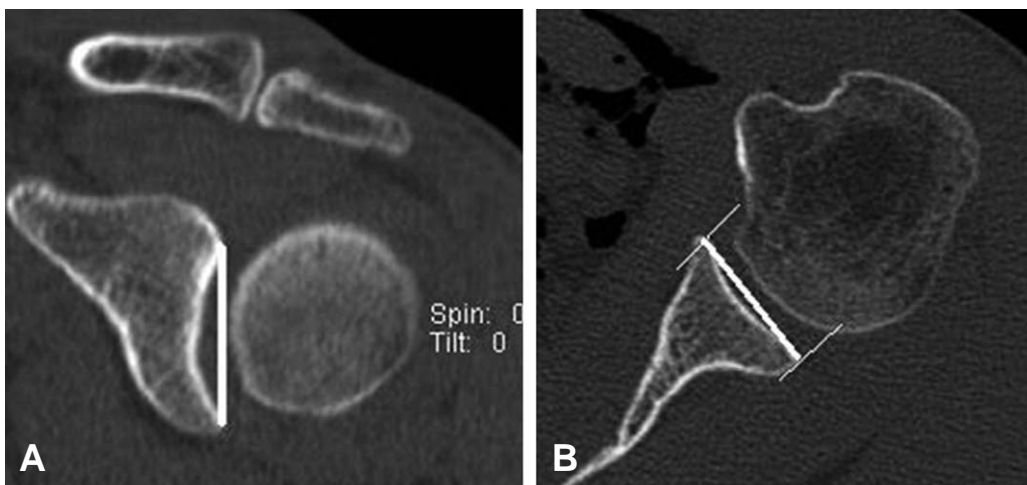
The CT scan images show maximum superoinferior diameter (A) and anteroposterior diameter (B) of the normal osseous glenoid vault.
